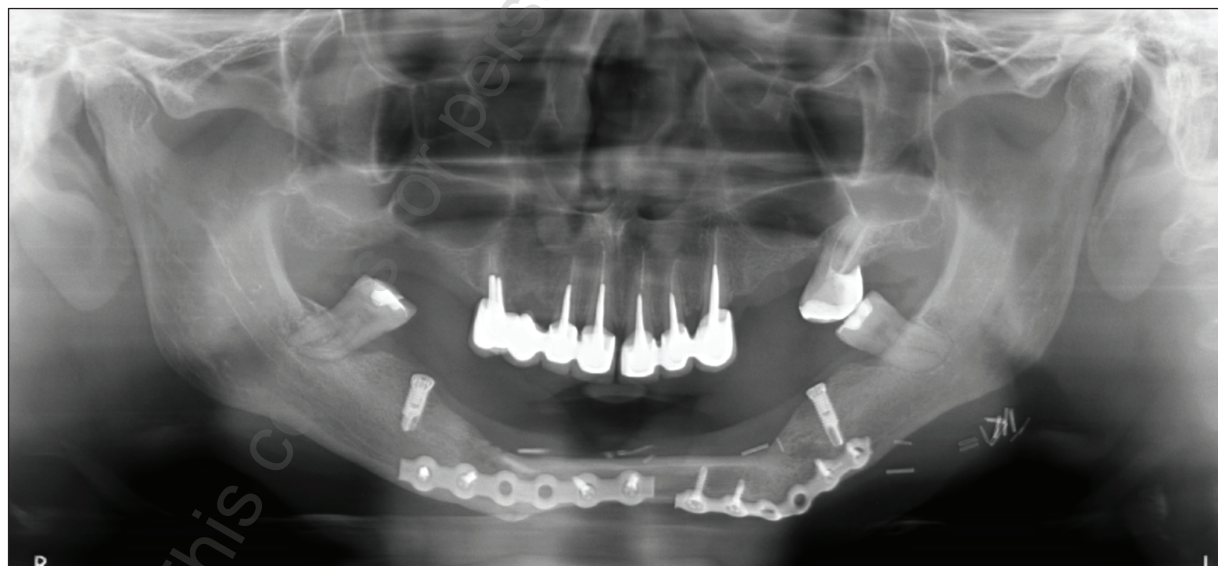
Zdjęcie pantomograficzne – stan przed leczeniem protetycznym (pacjent W. S.).
